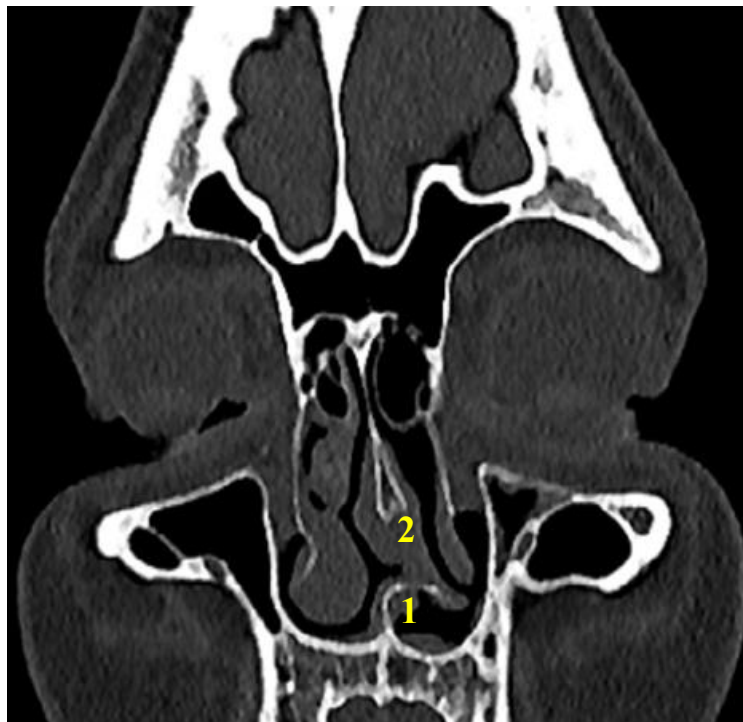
Компьютерная томограмма пациентки С., 15 л.:
